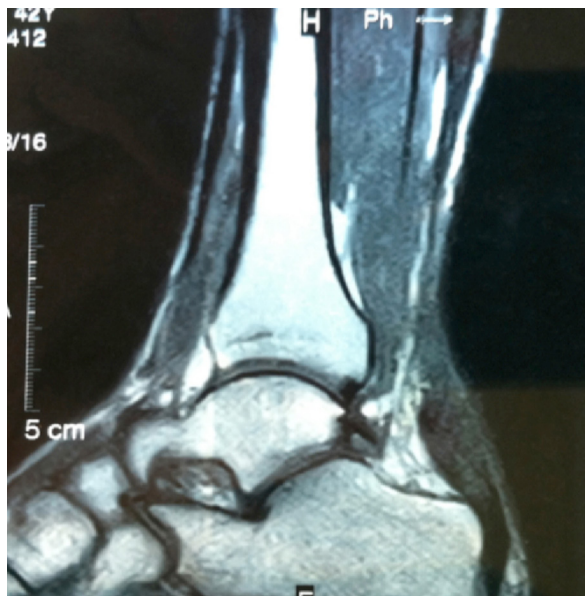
Resonancia Magnética Nuclear en la que se confirma la rotura completa del tendón de Aquiles.
